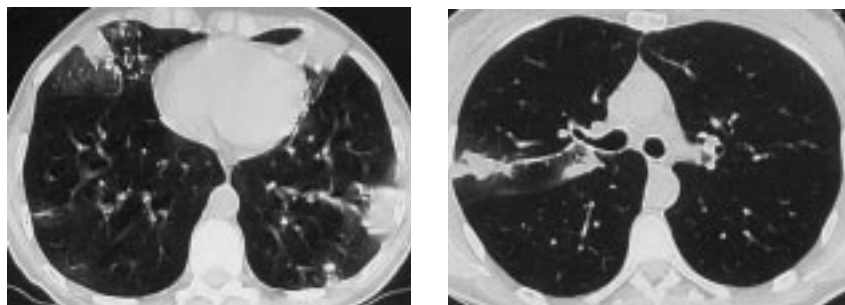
КТ грудной клетки (28.07.2005).
